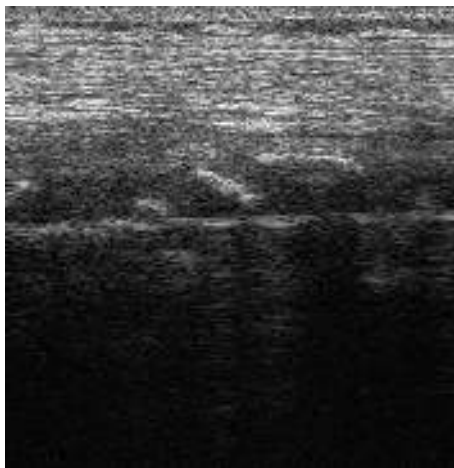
immagine ecografica longitudinale che evidenzia diverse formazioni calcifiche in soggetto con miosite ossificante.
